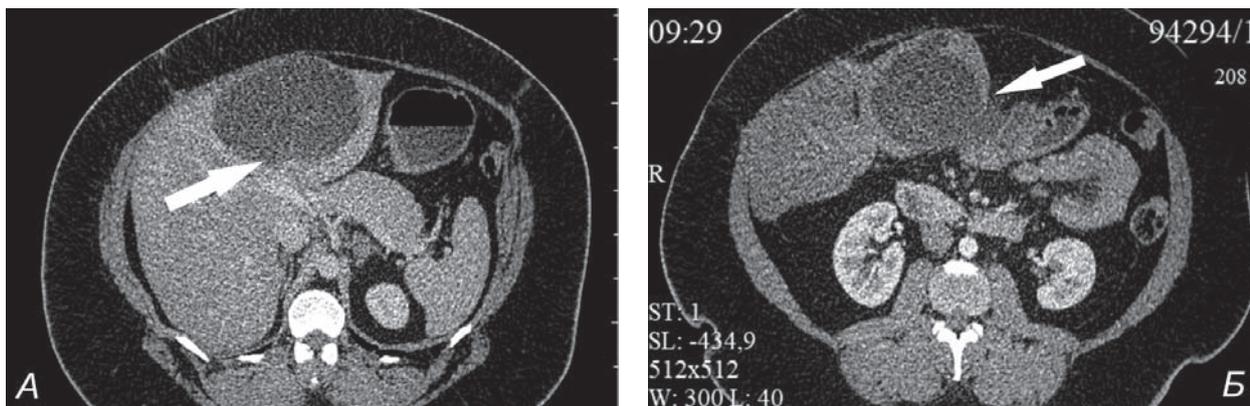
МСКТ-изображения кистозного образования в левой доле печени: А — образование тесно прилежит к левой ветви воротной вены без признаков инвазии (обозначено стрелкой); Б — определяется частичный состоявшийся надрыв капсулы образования на уровне привратника желудка с образованием осумкованного жидкостного скопления (обозначено стрелкой).
